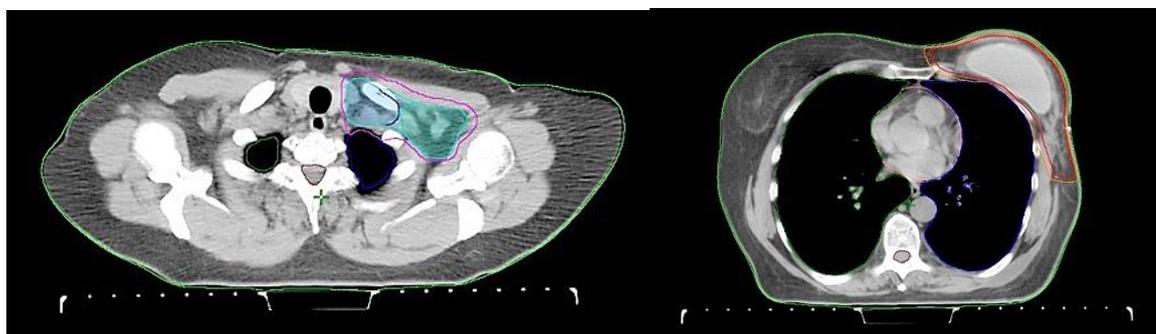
Аксиальная проекция многосрезовой компьютерной томографии грудной клетки при топометрической подготовке с шагом 5 мм. Светло-зеленая линия соответствует объёму STV для зоны регионарного лимфооттока, оранжевая – объёму PTV для зоны регионарного лимфооттока, красная - объёму STV для передней грудной стенки и реконструированной молочной железы, оранжевая – объёму PTV для передней грудной стенки и реконструированной молочной железы. Органы риска: контралатеральное лёгкое – зелёная линия, ипсилатеральное лёгкое – синяя линия, сердце – розовая линия, спинной мозг – коричневая линия.
